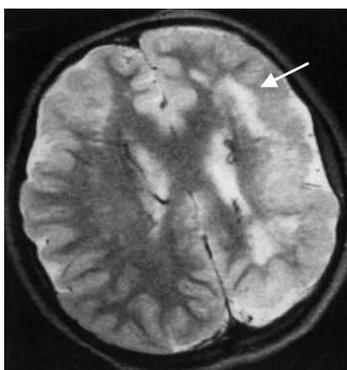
КТ головного мозга у ребенка 1,5 месяцев с пахигирией левого полушария (в лобной и теменной долях плоские извилины и мелкие борозды – стрелка)
